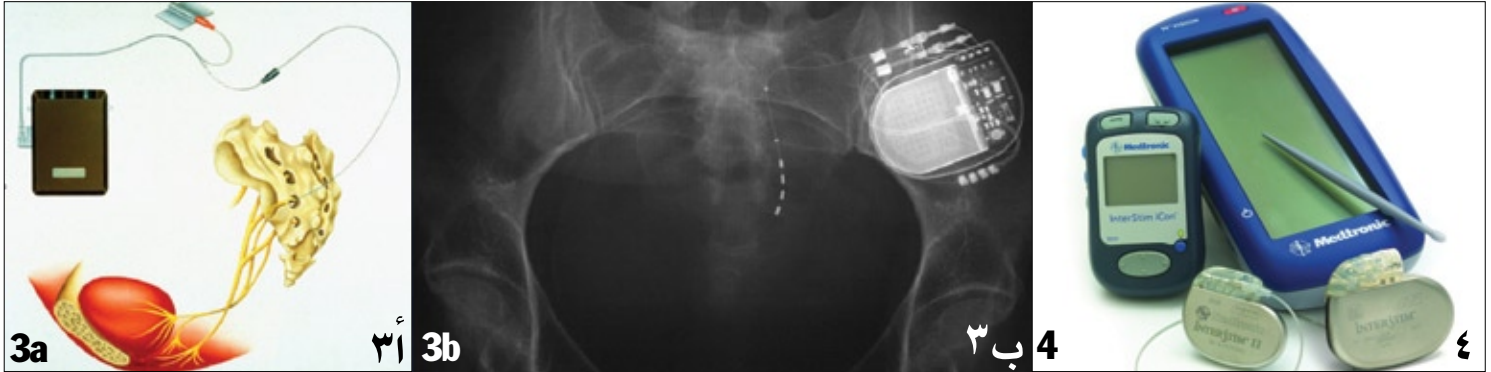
a) A test electrode is stuck on the skin to irritate the corresponding nerve root. Upon indication the permanent electrode can already be used in the test phase, if a successful therapy can be expected. b) X-ray. In case of a therapy success the pacemaker (Interstim®) is implanted.
